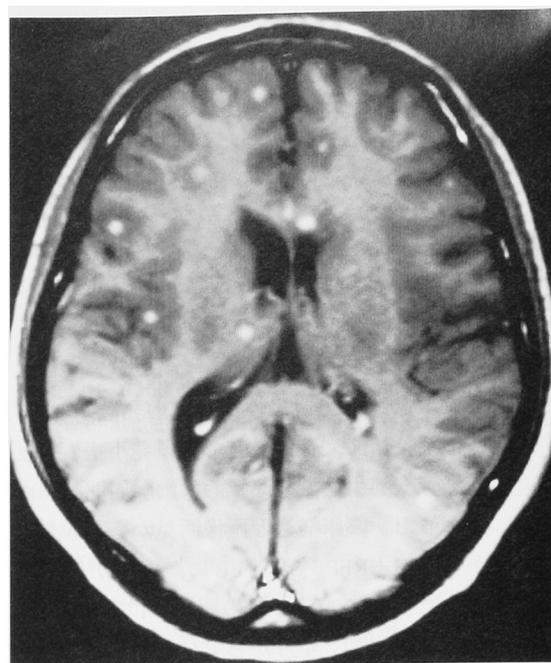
Magnetic resonance imaging of the head shows small lesions in the brain.
